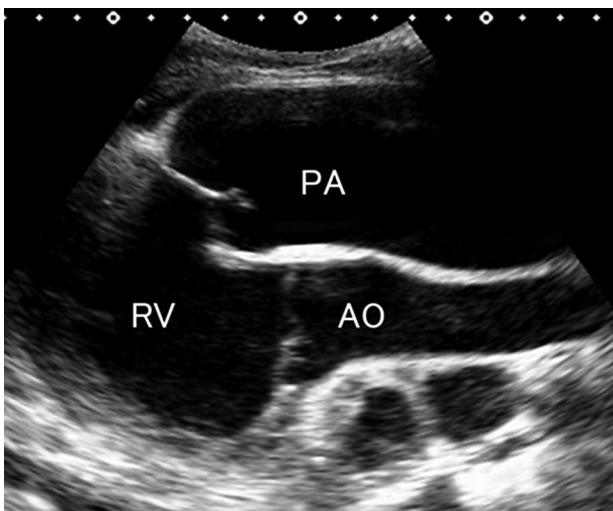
左側心基底部からの心超音波検査所見。右心室(RV)から大動脈(AO)と拡張した肺動脈(PA)が起始していた。
